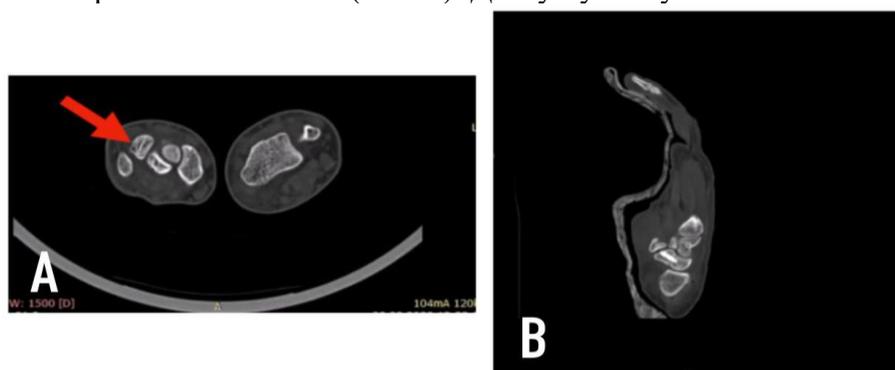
А – КТ-изображение кисти – аксиальная плоскость: перелом ладьевидной кости, В – КТ-изображение кисти в сагиттальной плоскости: контроль после интрамедуллярного остеосинтеза канюлированным винтом
